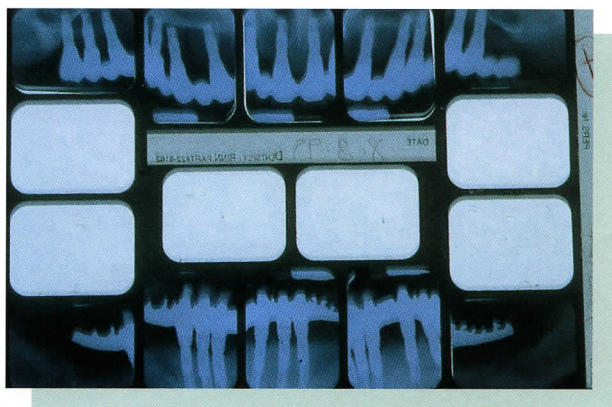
Serie radiológica periapical a los dos años del tratamiento. Se observa pérdida ósea en los implantes en la situación de 14i y 15i. Ésta se produjo en los primeros meses de la restauración y en el momento actual esta estable.
